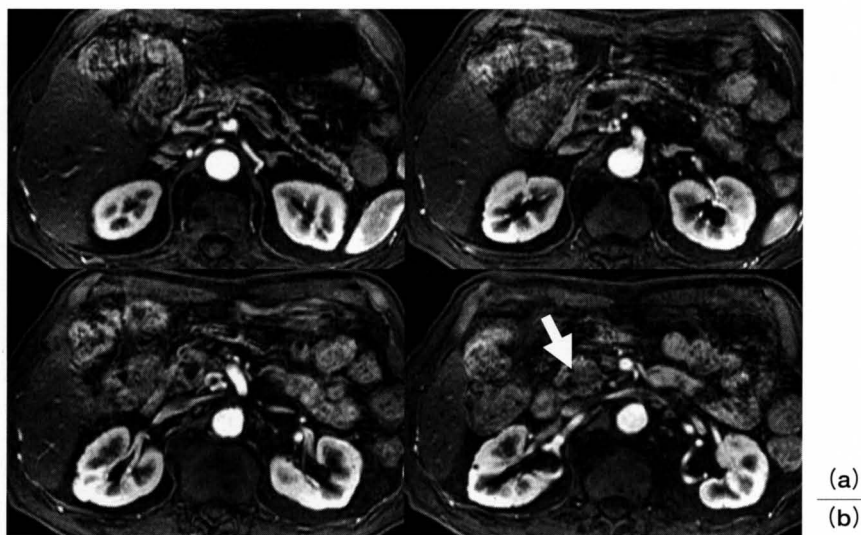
3.0T 3D 脂肪抑制造影dynamic MRI (LAVA) (動脈相)元画像(a)とMIP像(b)
